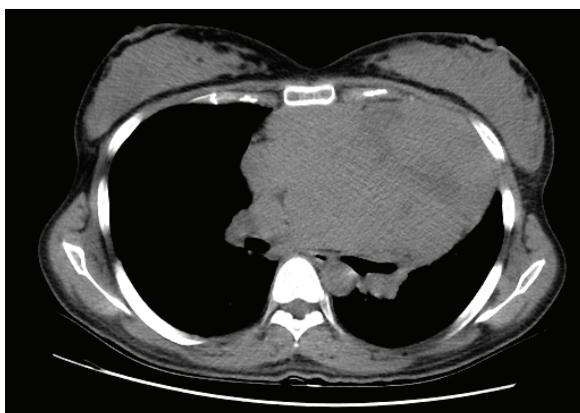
Tomografia computadorizada (axial) do tórax na altura do diagnóstico (23 semanas de gestação): volumosa massa tumoral (maior dimensão de 17 cm) de origem no mediastino anterior e superior.
